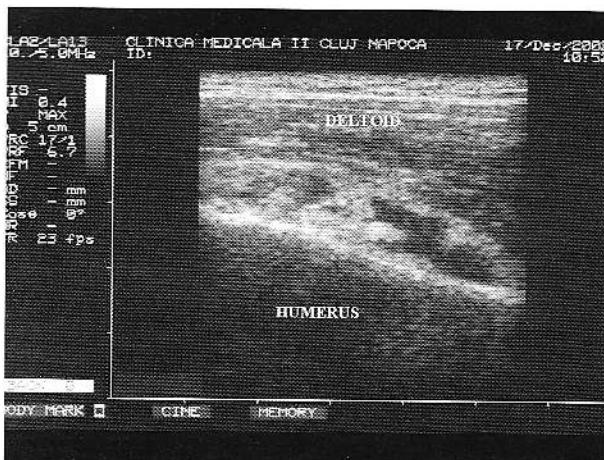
Secțiune coronală longitudinală a tendonului supraspinos. Ruptură totală a tendonului - defect hipoeogenic care traversează întregul tendon (între săgeți). Colecție mică în bursă. *Longitudinal sonogram of the supraspinatus tendon. Full-thickness tear of the tendon - a hypoechoic gap of the whole thickness of the tendon (between arrows). Small fluid collection in the bursa.*
